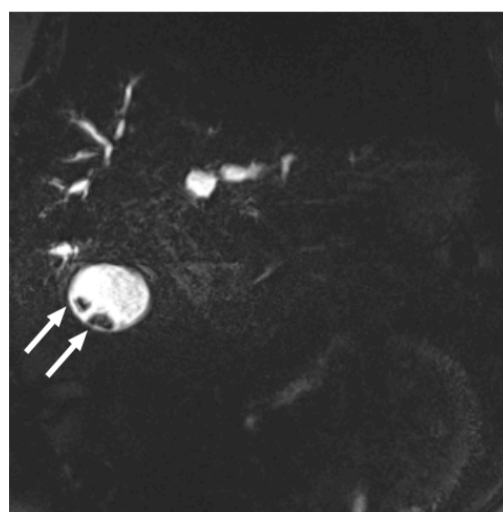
Coupe coronale Bili-IRM montrant des calculs vésiculaires
